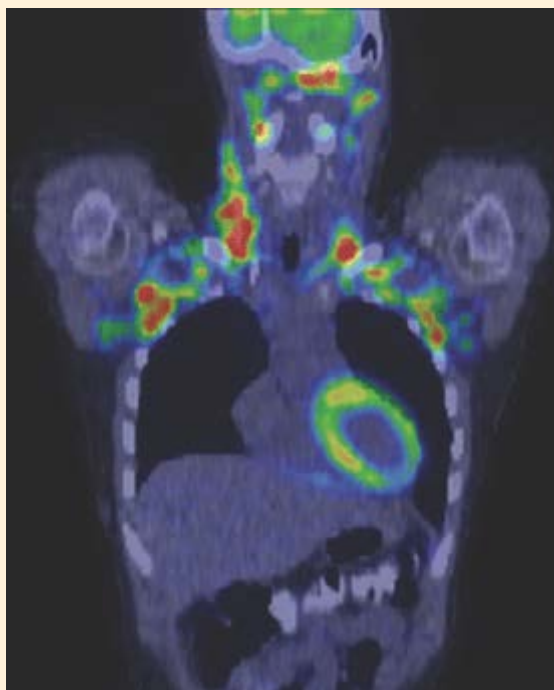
Imagem de tomografia por emissão de pósitrons/tomografia computadorizada (PET/TC) coronal de uma mulher jovem sadia. Esta parte superior do corte coronal de uma PET/TC corporal total mostra extensa captação bilateral aumentada de 18F-FDG (*em vermelho*) no pescoço e nas regiões supraclaviculares e axilares superiores. Observe que um aumento moderado na captação do marcador radioativo também pode ser detectado no miocárdio (*em*
